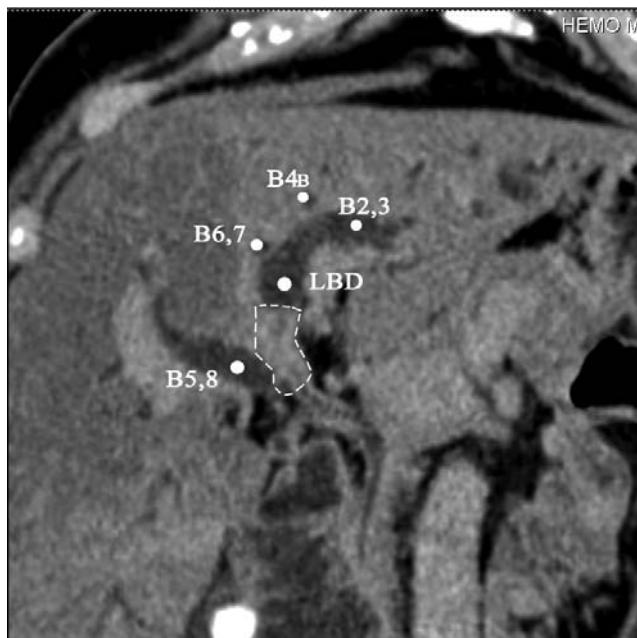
СКТ пациентки с хиларной холангиокарциномой IIIВ типа по Bismuth-Corlette. B5,8 – проток правой передней секции печени, B 6,7 – правой задней, B2,3 – проток левой латеральной секции, LBD – левый долевого проток. Пунктиром обозначена опухоль
